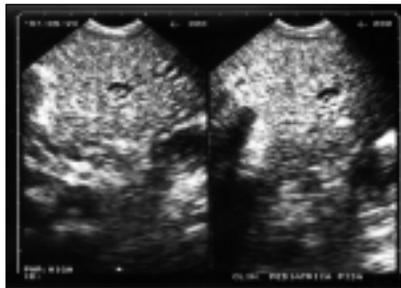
Ecografia biliare (storia di Matteo). Grossolana dilatazione dei due dotti epatici principali (dx e sx).
